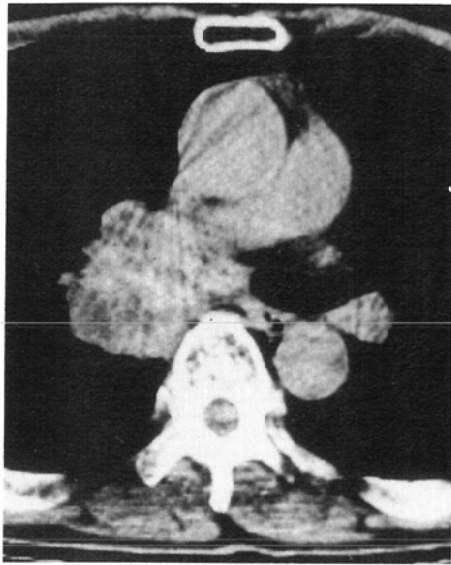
Case 1. Bronchial tuberculosis. (A) Chest radiograph before treatment. (B) CT showed stenosis of left main bronchus. (C) Endoscopic view of left main bronchus before treatment. (D) Chest radiograph after placement of stent. (E) Lung perfusion scanning before treatment. (F) Lung perfusion scan after placement of stent.
